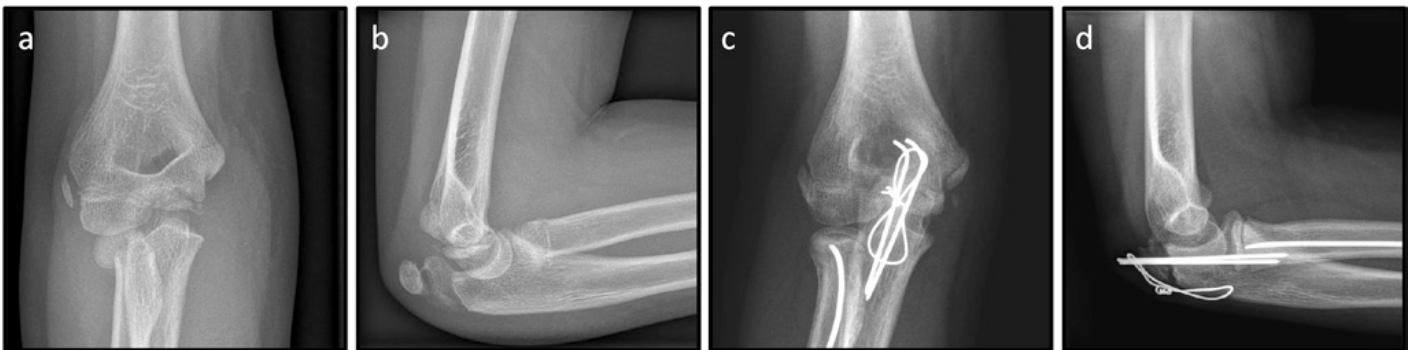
9-jährige Patientin nach Sturz. Röntgen des Ellbogens links: dislozierte Olekranon- sowie Radiushals-Fraktur a.p. (a) und seitlich (b), Z. n. Zuggurtungs-Osteosynthese der Ulna sowie ESIN-Osteosynthese des Radiushals a.p. (c) und seitlich (d).
